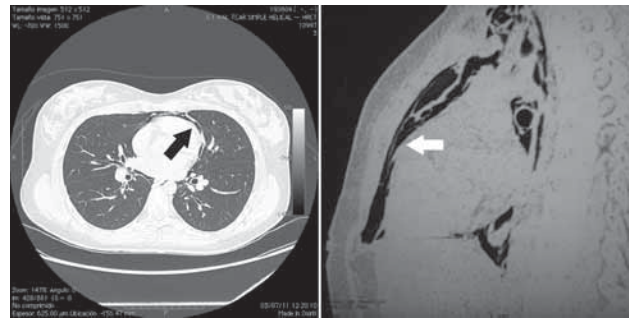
Tomografía computada donde se observa el neumomediastino (flechas) y no se aprecian otras lesiones.
